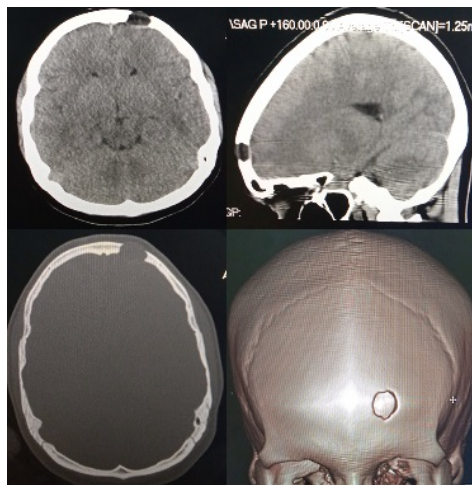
TAC craneal simple donde se aprecia la lesión osteolítica frontal izquierda.
